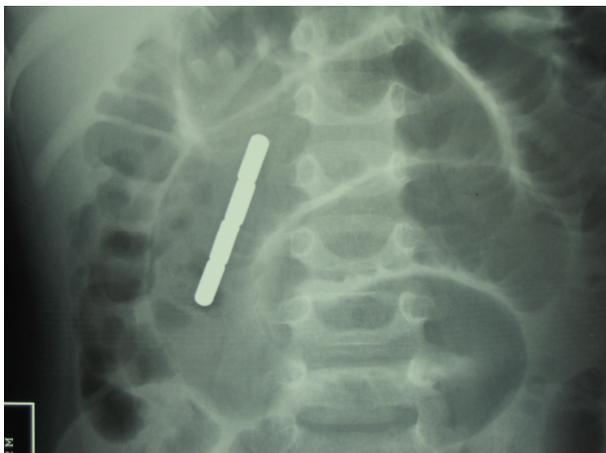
Radiografia addominale diretta con l'immagine dei magneti ingeriti.
